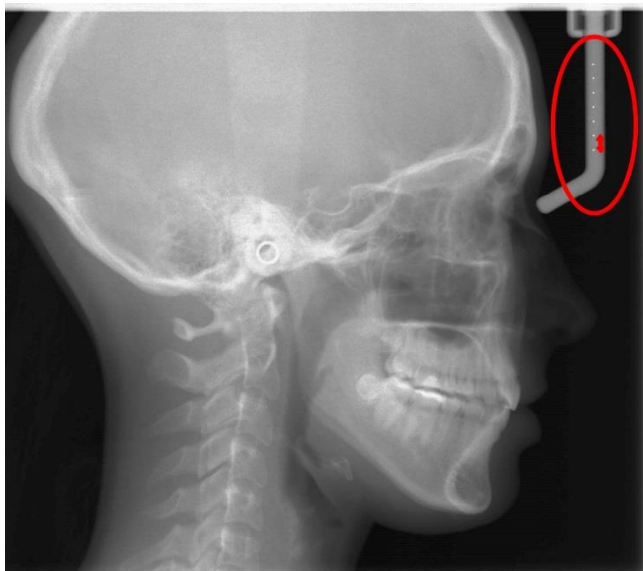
Телерентгенограмма із калібрувальною лінійкою (у червоному овалі).
